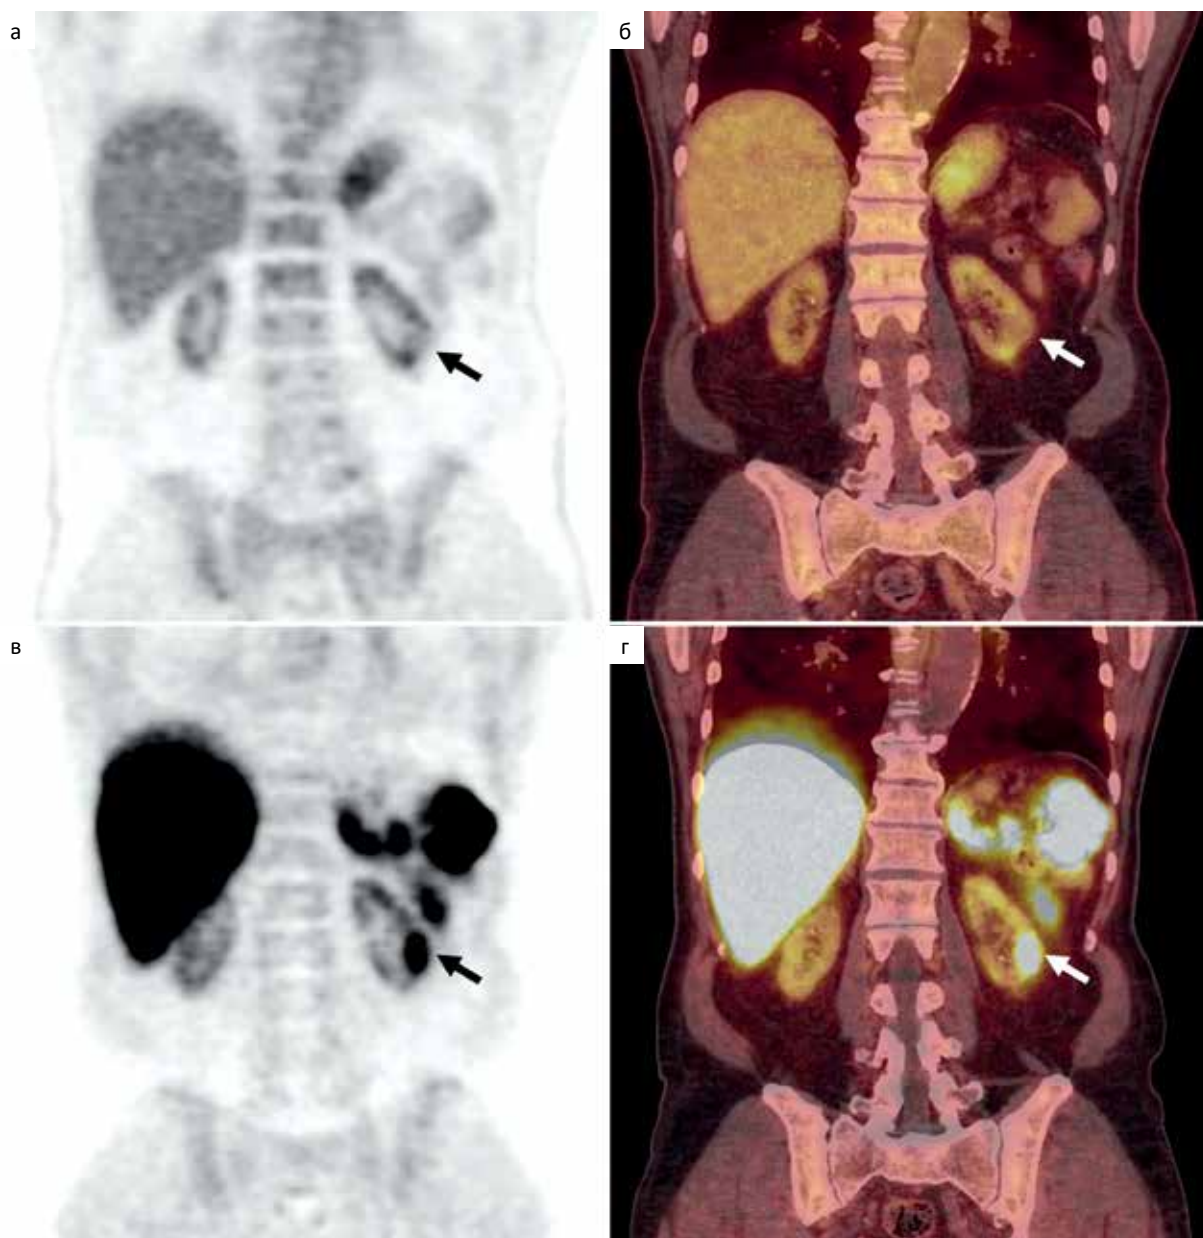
а, б — ПЭТ и ПЭТ/КТ всего тела с ^{18}F -ФДГ, корональная проекция, отмечается низкоинтенсивное накопление РФЛП в образовании левой почки до SUV_{max} 2,11, соотношение опухоль/фон 0,68; в, г — ПЭТ и ПЭТ/КТ всего тела с ^{18}F -PSMA-1007, корональная проекция, на фоне сниженного накопления РФЛП в интактной паренхиме отмечается интенсивная гиперфиксация в образовании левой почки до SUV_{max} 10,03, соотношение опухоль/фон 2,65
